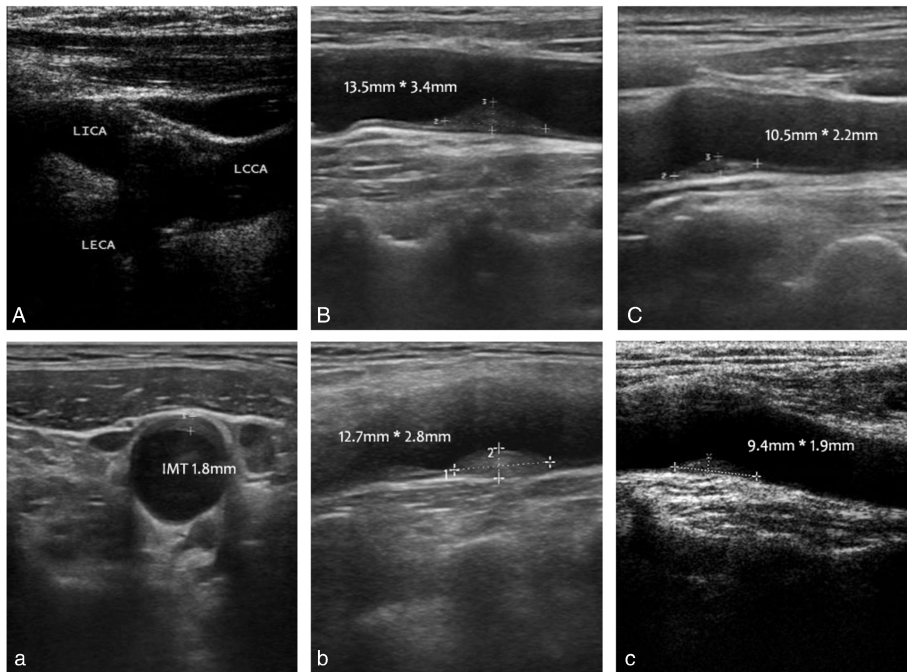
典型病例颈动脉超声图 A 为左颈总(LCCA)、颈外(LECA)及颈内动脉(LICA)超声分布,a 为颈总动脉窦部横断面显示 IMT 1.8 mm。B 和 b 为杏灵分散片组同一患者颈总动脉窦部斑块变化。C 和 c 为常规治疗组同一患者颈总动脉窦部斑块变化。
